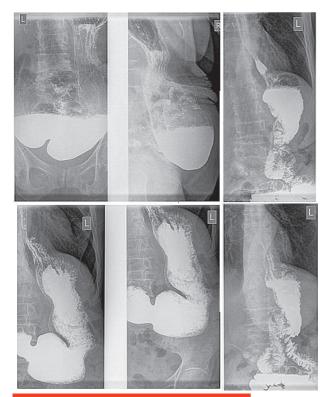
Рентгенография желудка с барием до и после операции
